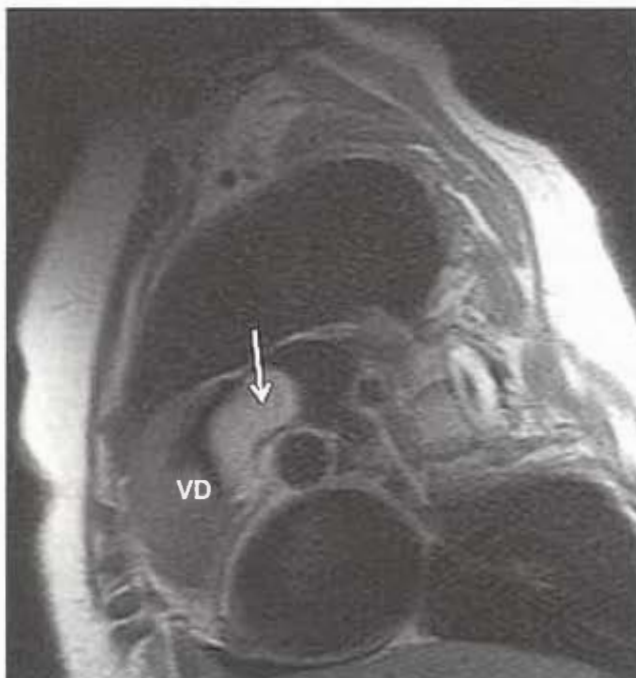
Resonancia magnética en proyección de cuatro cámaras donde se observa un mixoma del atrio izquierdo insertado en la fosa oval (flecha). Abreviaciones: AD - Atrio derecho. VD - Ventrículo derecho. AI - Atrio izquierdo. VI - Ventrículo izquierdo.
